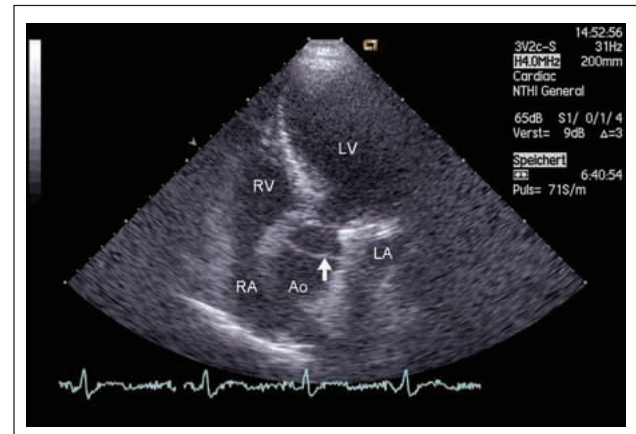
Echokardiogramm, apikaler Fünfkammerblick: Der Pfeil markiert die Dissektionsmembran. LV = linker Ventrikel; LA = linker Vorhof; RV = rechter Ventrikel; RA = rechter Vorhof; Ao = Aorta ascendens.
